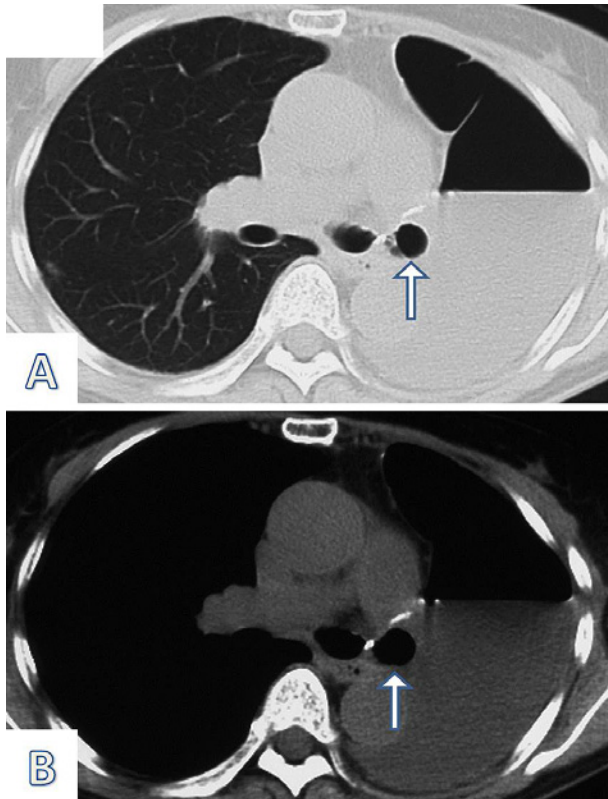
A computerized axial tomography (CAT) scan showed a minor air space around the cut edge of the left main bronchus. A: lung window, B: mediastinal window.
